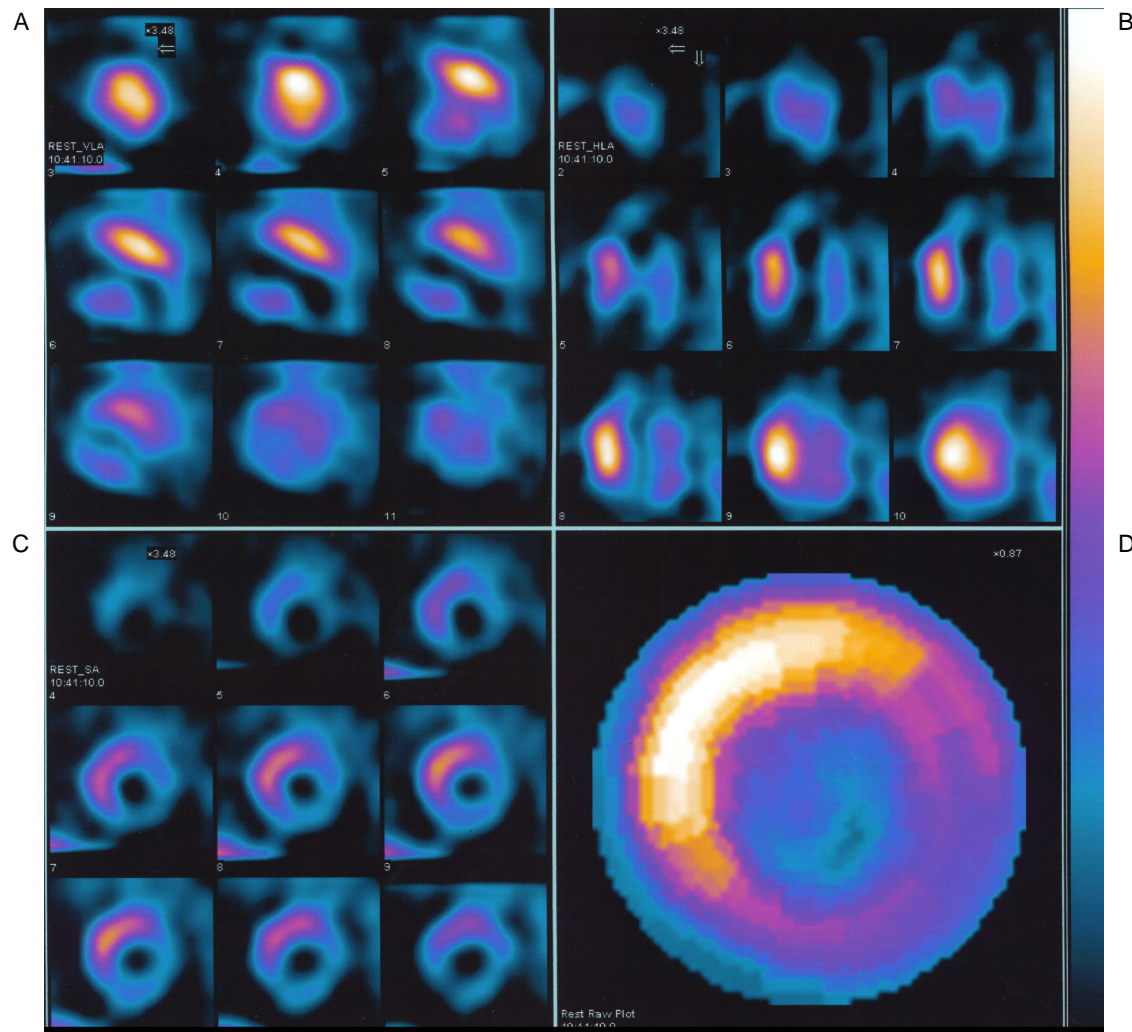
Iodine-123-metaiodobenzylguanidine cardiac scintigrams
